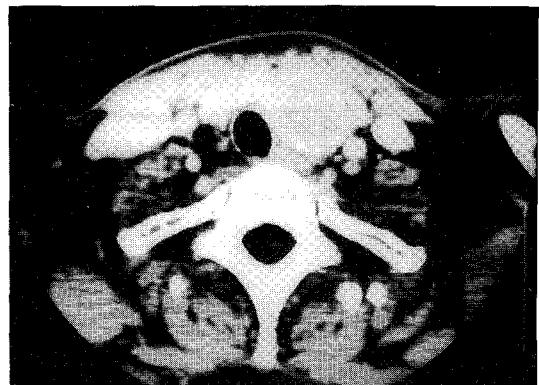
CT finding : $3 \times 4\text{cm}$ sized mass behind the left thyroid gland.
